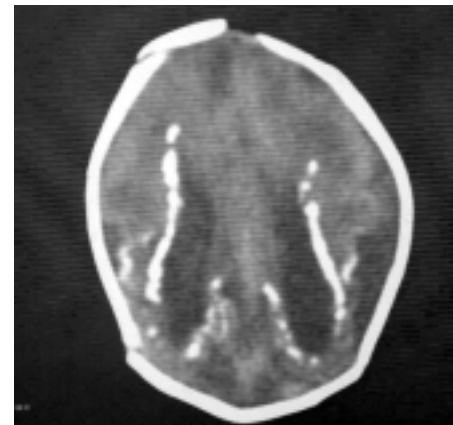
КТ ребенка в возрасте 27 дней с последствиями перенесенного врожденного цитомегаловирусного энцефалита. Выражены церебральная атрофия, атрофическая гидроцефалия и линейно расположенные субэпендимальные кальцификаты. Неонатальные судороги мультифокальные, атипичного, статусного течения.
